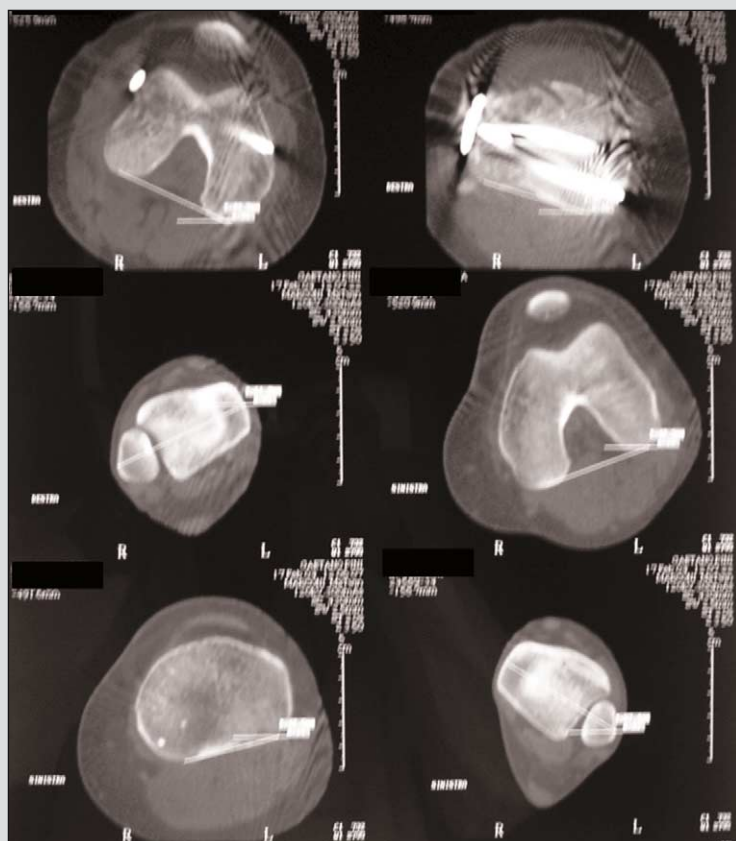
Studio torsionale TC post-operatorio (secondo tempo) con normalizzazione dei valori
